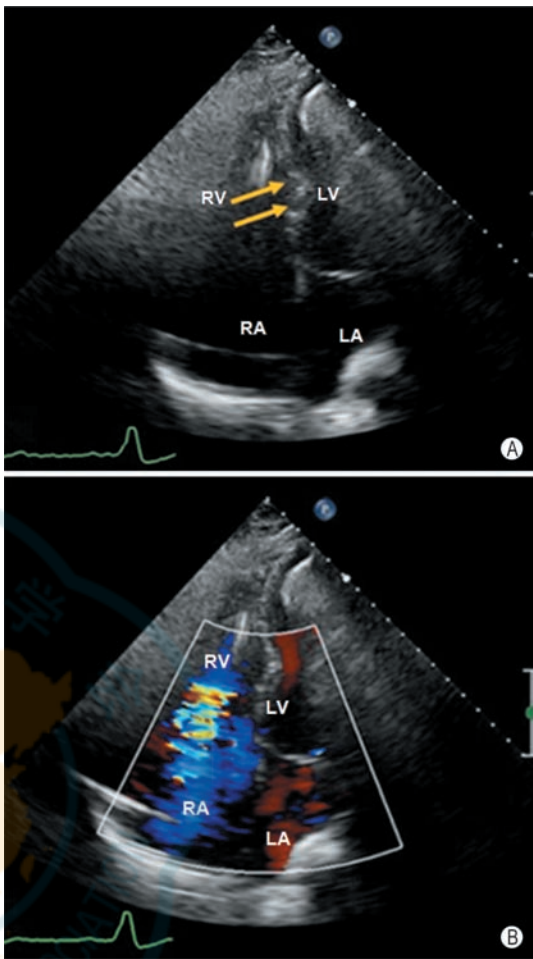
泵速过高所致抽吸现象 A: 二维超声显示室间隔向左偏移 (箭头所示); B: 彩色多普勒显示三尖瓣大量反流, 为室间隔左偏移导致的右心增大, 三尖瓣瓣环扩张所致 (LA: 左心房; RA: 右心房; LV: 左心室; RV: 右心室)
